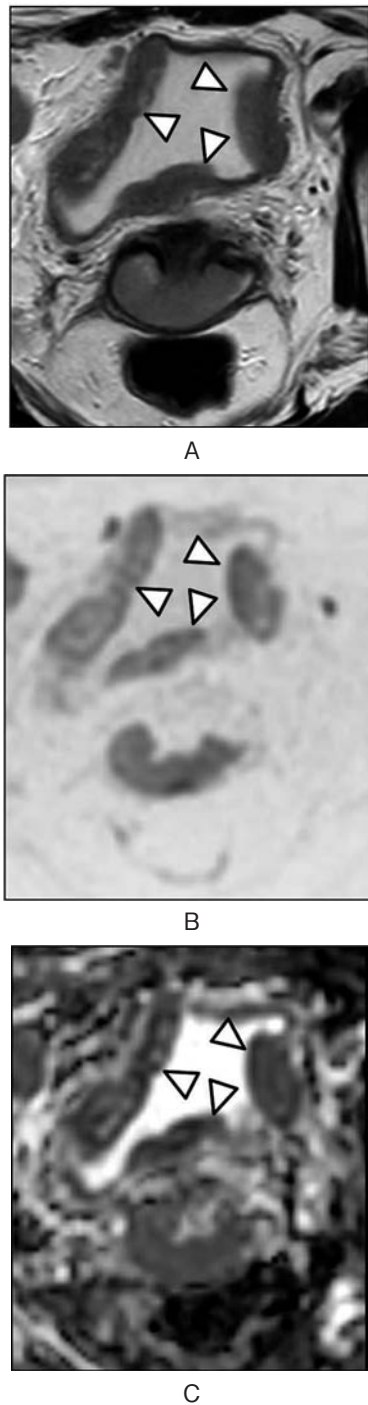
Plain MRI: Arrowheads showing multifocal bladder tumors. A) T2 weighted, B) Diffusion-weighted imaging, C) Apparent diffusion coefficient map.
